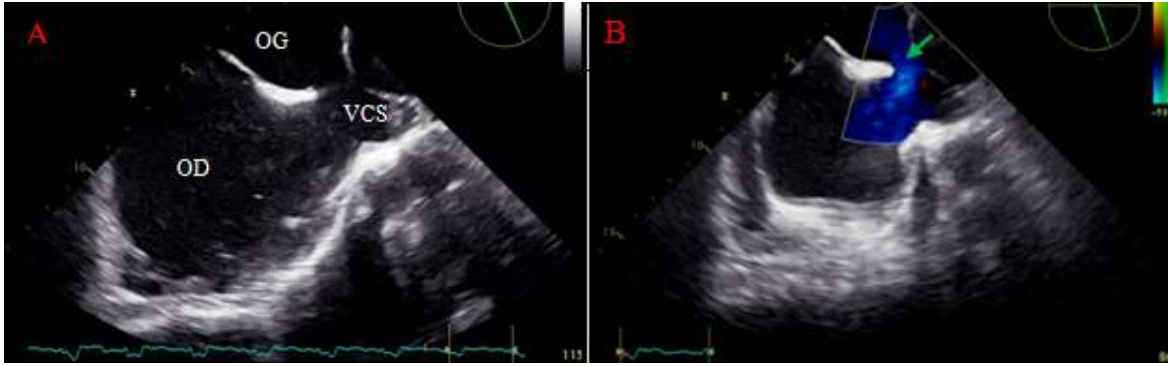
Image ETO montrant une CIA de type « sinus venosus » en coupe sous costale sagittale shunt gauche droite (A) sans doppler couleur(B) avec doppler couleur.
